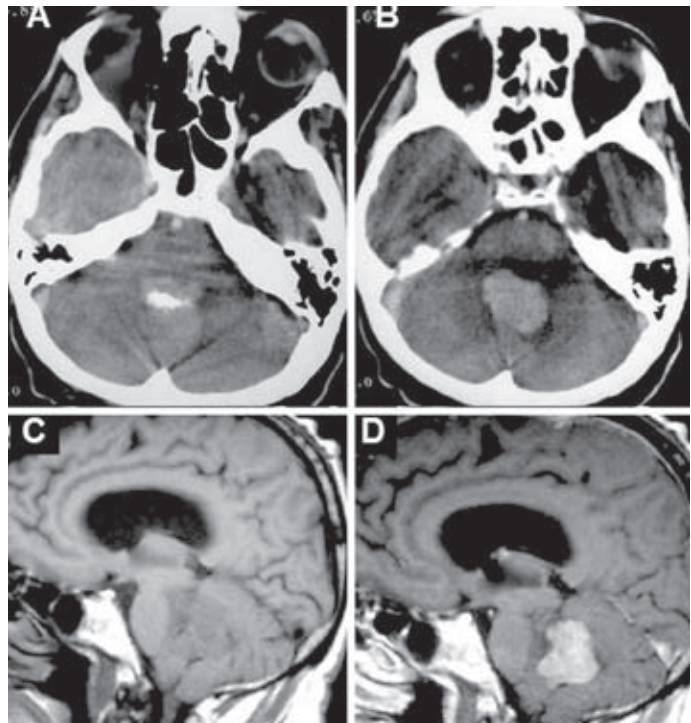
A y B: TC sin y con contraste. C y D: RM secuencia en T1 sin y con contraste correspondiente a un papiloma de plexos del IV ventrículo.
